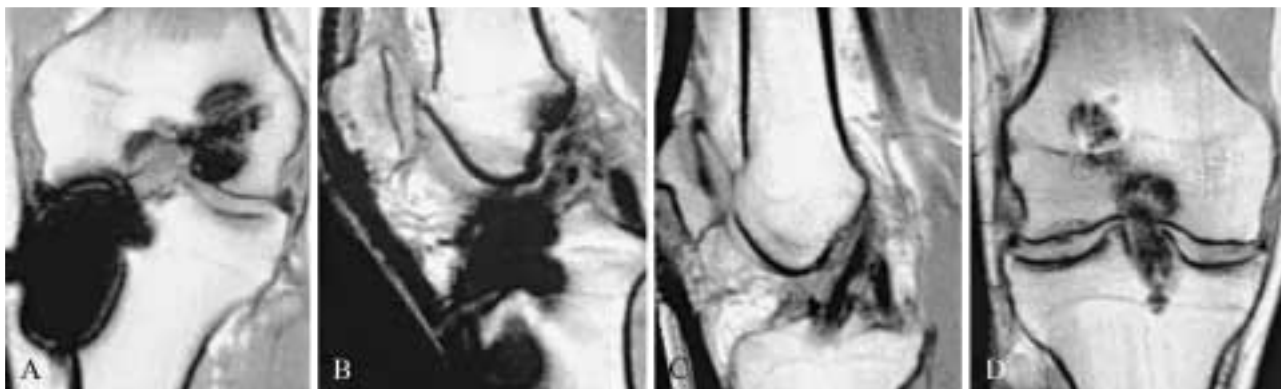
Confronto in pazienti operati di ricostruzione di LCA con VIM e VIB. Immagini RM coronali (A, D) e sagittali (B, C) GE T1w. Nei pazienti operati con VIM (A, B) gli artefatti ferromagnetici non consentono la valutazione del neolegamento e di gran parte delle strutture articolari. Nei pazienti portatori di VIB (C, D) il neolegamento e tutte le strutture articolari sono ben visualizzabili.
